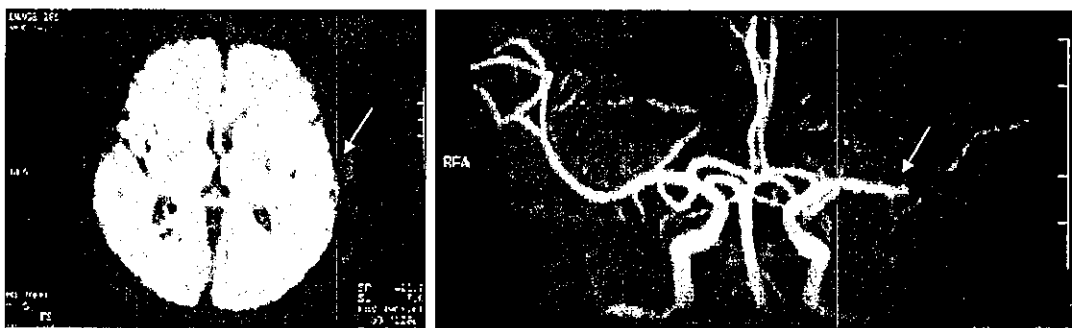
脳梗塞のMRIの拡散強調画像（左、矢印が梗塞巣）およびMRA（右、矢印が閉塞部位）
